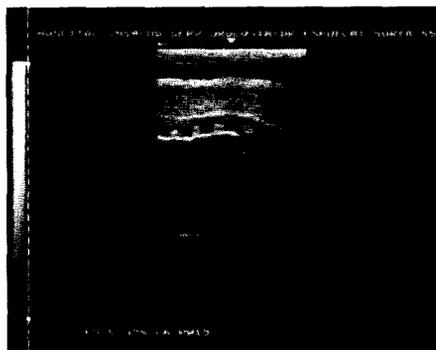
Uretrosonografía retrógrada mostrando una subestenosis en tercio medio, perfectamente visible.
